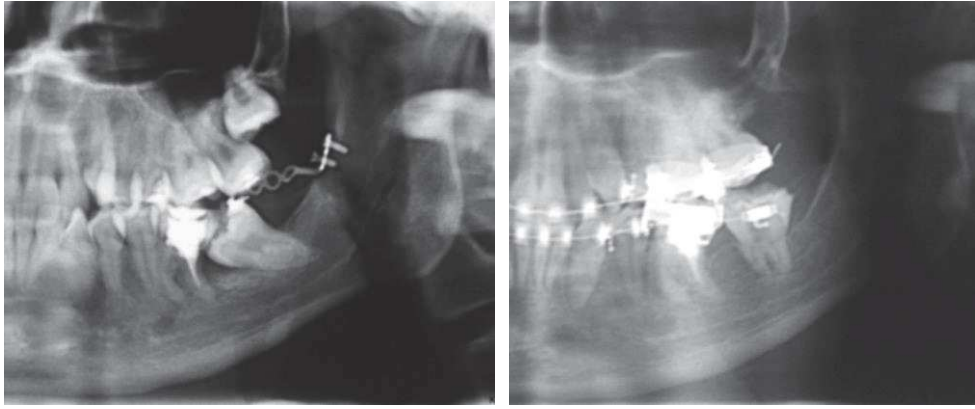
Radiographie en cours et fin de traitement (source : Enache 2012)
